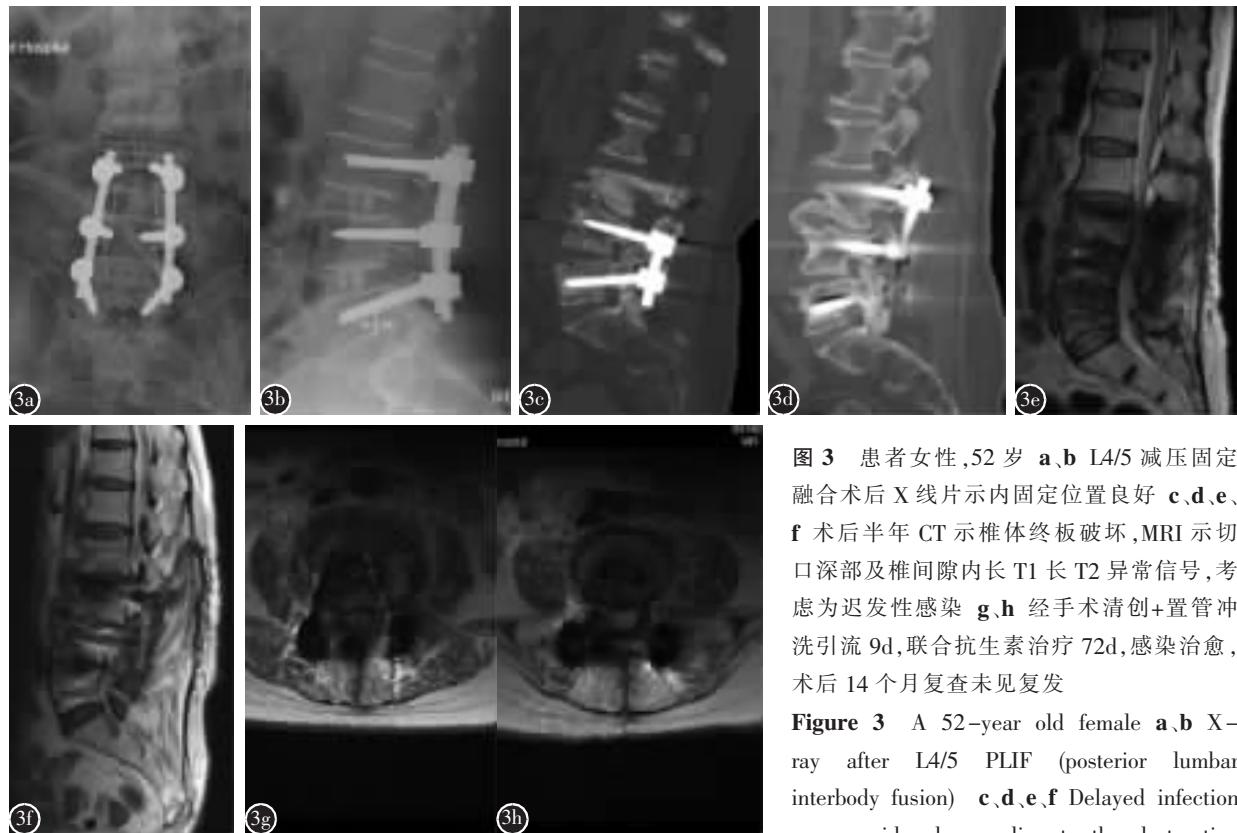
患者女性,52岁 a、b L4/5减压固定融合术后X线片示内固定位置良好 c、d、e、f 术后半年CT示椎体终板破坏,MRI示切口深部及椎间隙内长T1长T2异常信号,考虑为迟发性感染 g、h 经手术清创+置管冲洗引流9d,联合抗生素治疗72d,感染治愈,术后14个月复查未见复发
